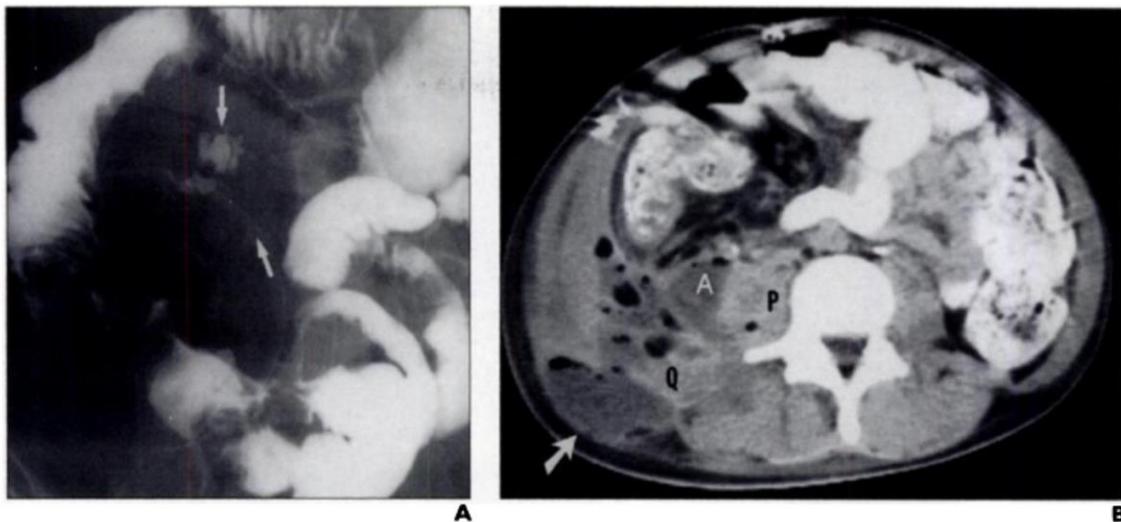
Imágenes obtenidas por TC de enfermedad de Crohn.
